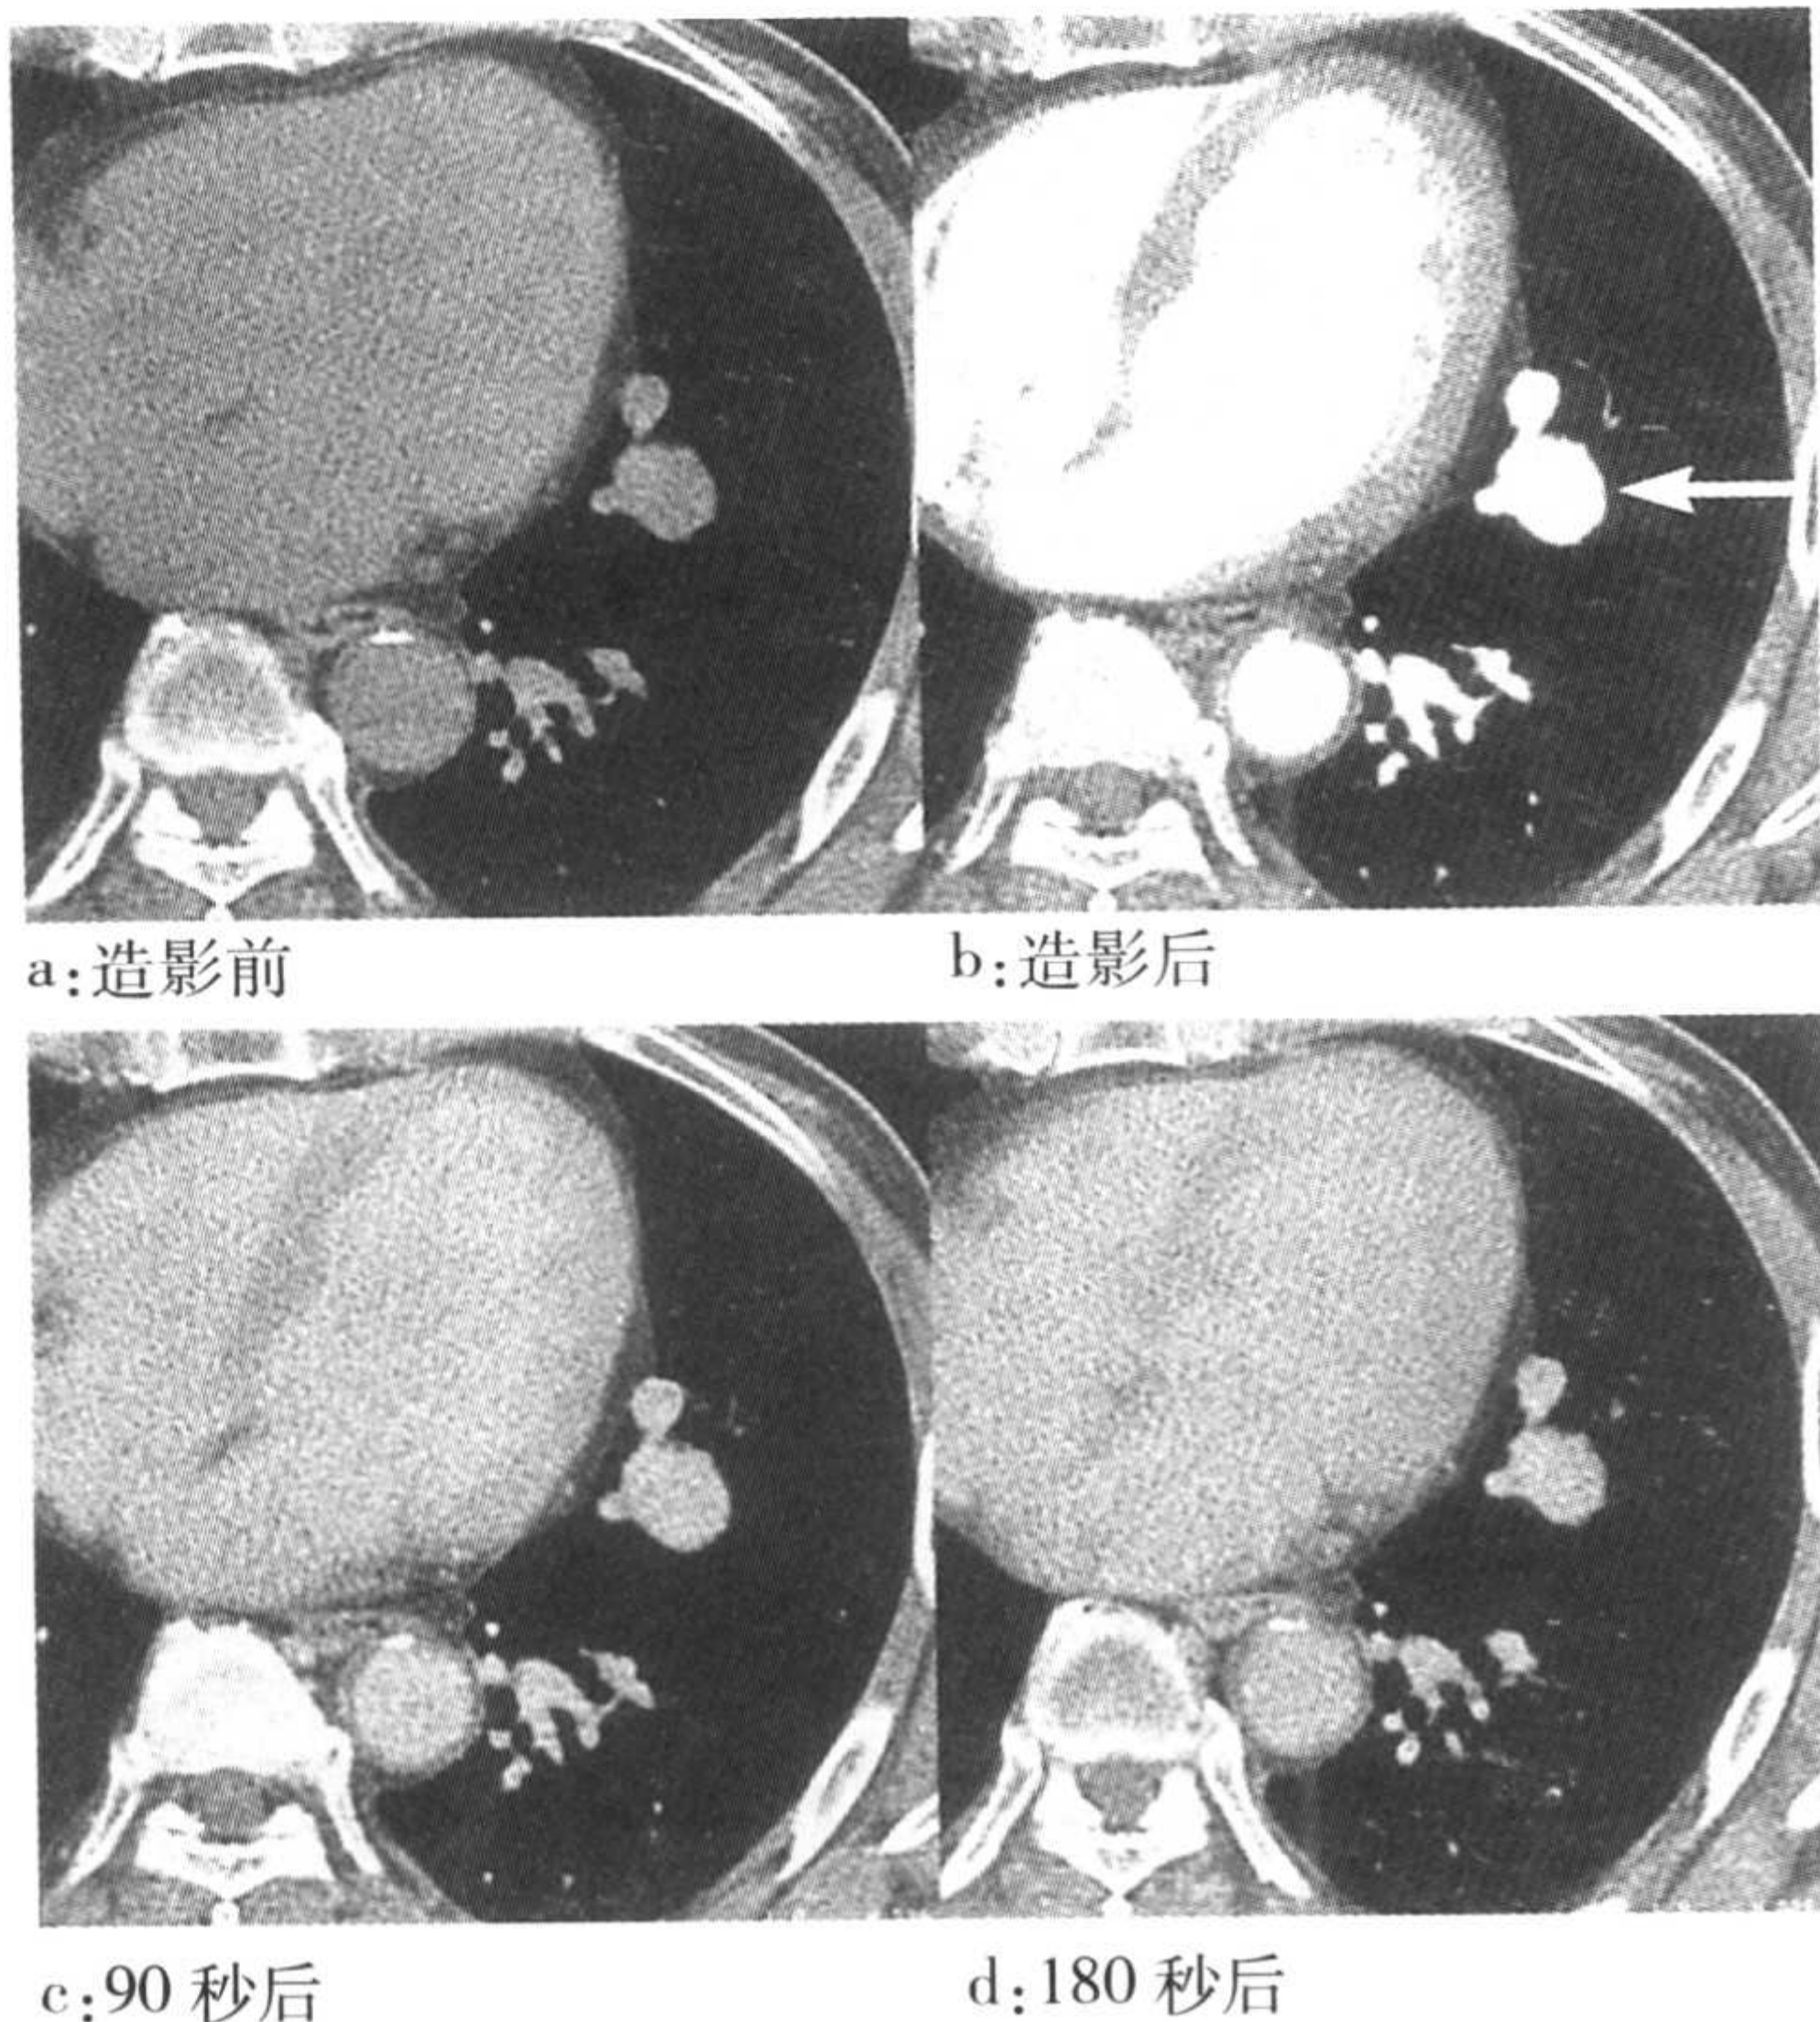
肺动静脉畸形。增强 CT 同层动态扫描,肺内结节影的 CT 值变化与血管相同。
